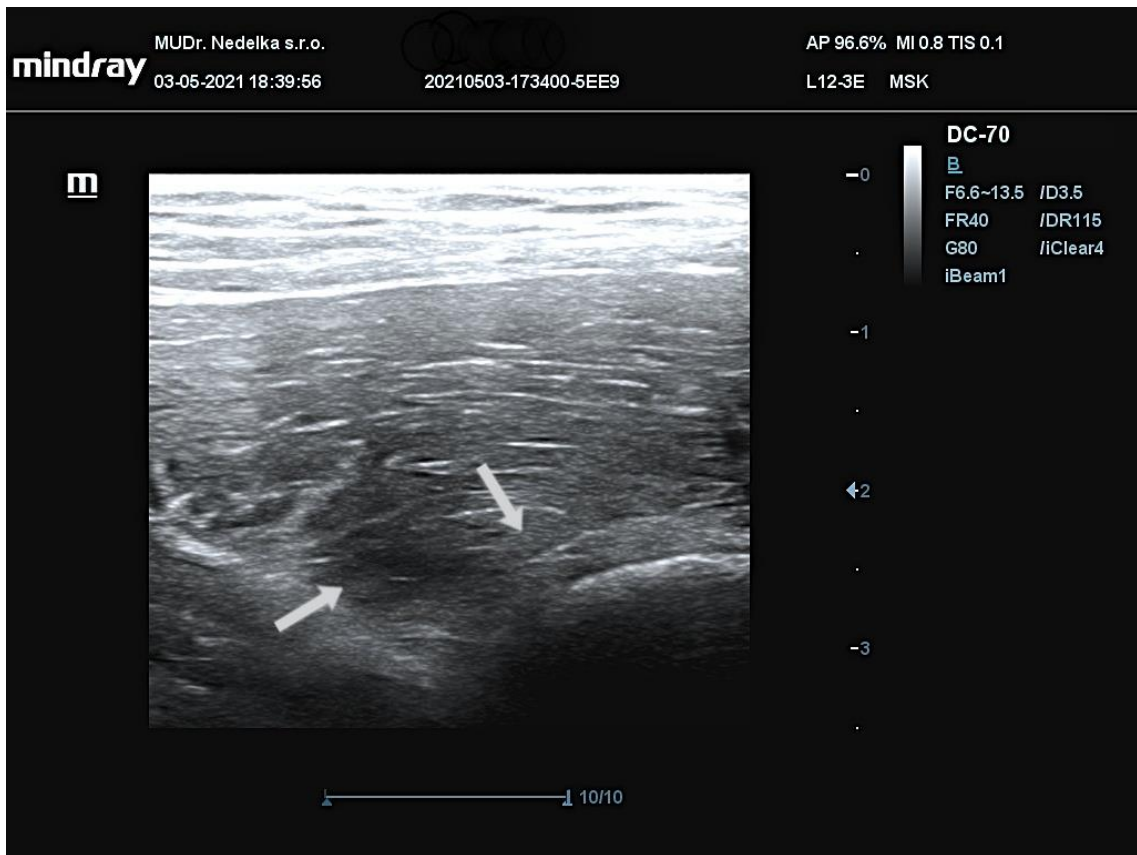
Výstupní vyšetření pomocí muskuloskeletální ultrasonografie 1 (vlastní zdroj)
